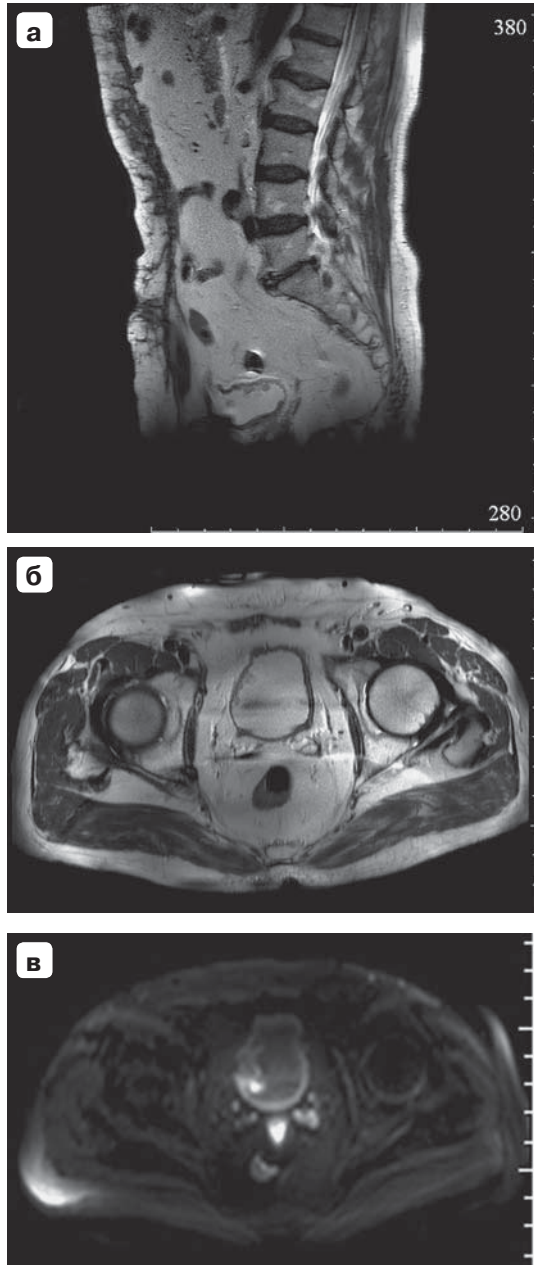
МР-изображения, папиллярные разрастания в среднем сегменте выше устья мочеточника справа с распространением на боковую стенку мочевого пузыря, стенка мочевого пузыря в области изменений нерезко утолщена, прилежащая клетчатка не изменена. а – Т2ВИ, сагиттальная проекция; б – Т2ВИ, аксиальная проекция; в – DWI.
